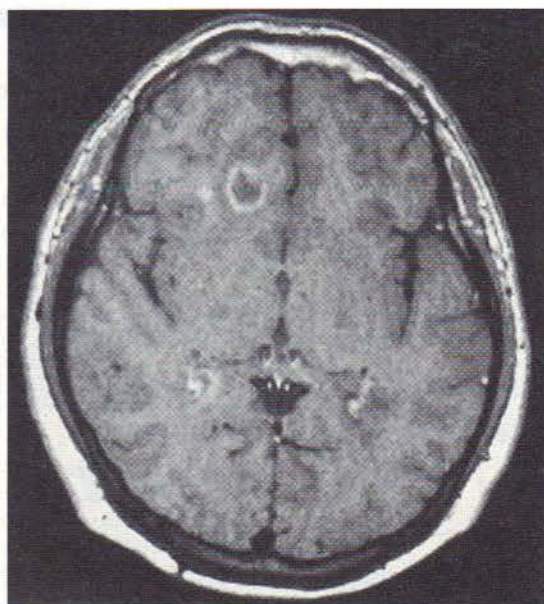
Aceasta este o imagine prin rezonanță magnetică post-gadolinu, axială, ponderată T1, indicând un inel în expansiune din partea superioară stângă. Această „expansiune” acută indică faptul că leziunea din centrul inelului se mărește ca rezultat al unei noi exacerbări. În acest mod, leziunile pot crește în dimensiune. Aceste leziuni prezintă un prognostic slab pentru orice fel de recuperare a funcționalității. Constatarea unei leziuni circulare în expansiune demonstrează activitatea bolii în două puncte temporale.
